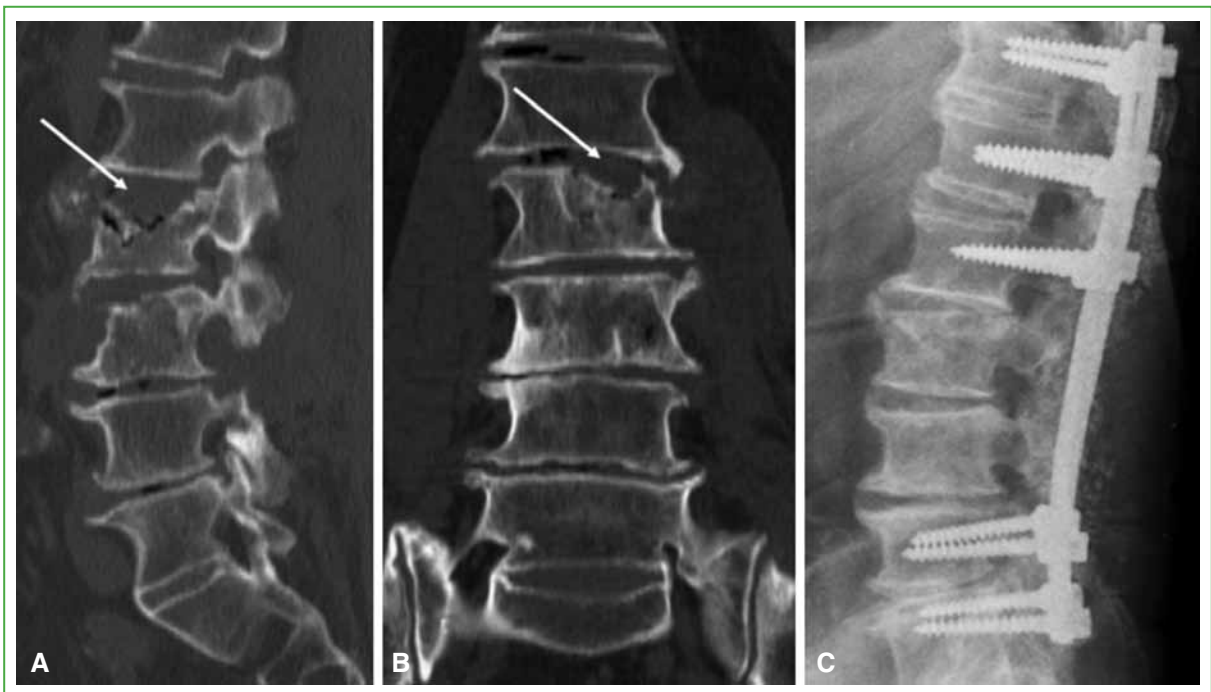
Tomografía computarizada de columna lumbar. A. Corte lateral. Lesiones líticas en la placa superior y el cuerpo de L3 y L4. B. Corte coronal. Lesiones líticas en la placa superior y el cuerpo de L3 y L4. C. Radiografía de columna lumbar lateral. Se observa el resultado de la instrumentación lumbar larga de T12-L1-L2-L5 y S1, realizada en noviembre de 2012.
